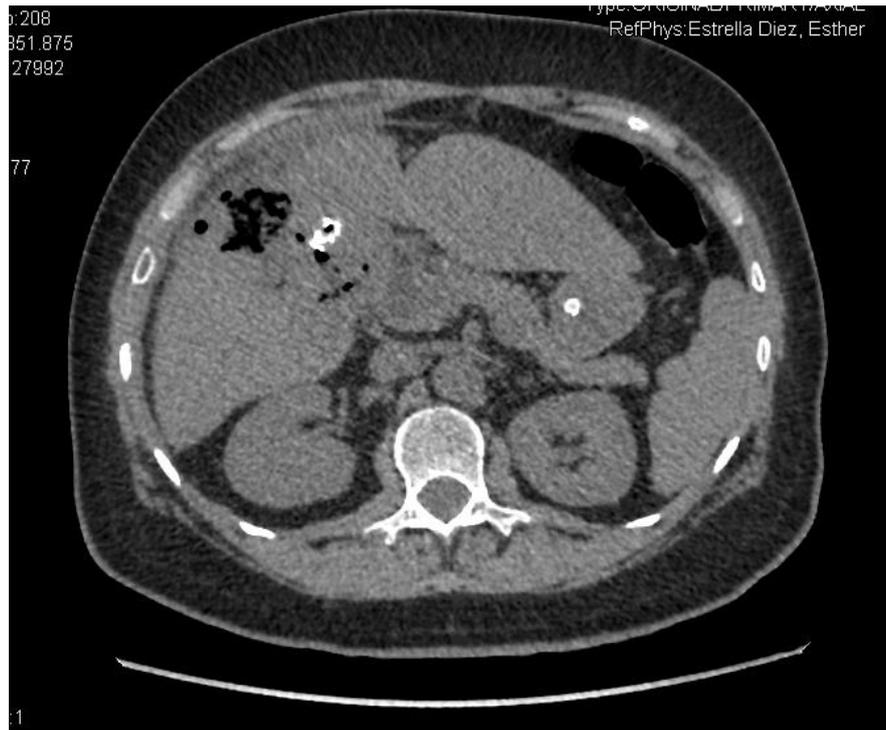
Imagen de TAC en la que se intuye un trayecto fistuloso que comunica la Vesícula Biliar-masa y asas intestinales y afectación pancreática.
